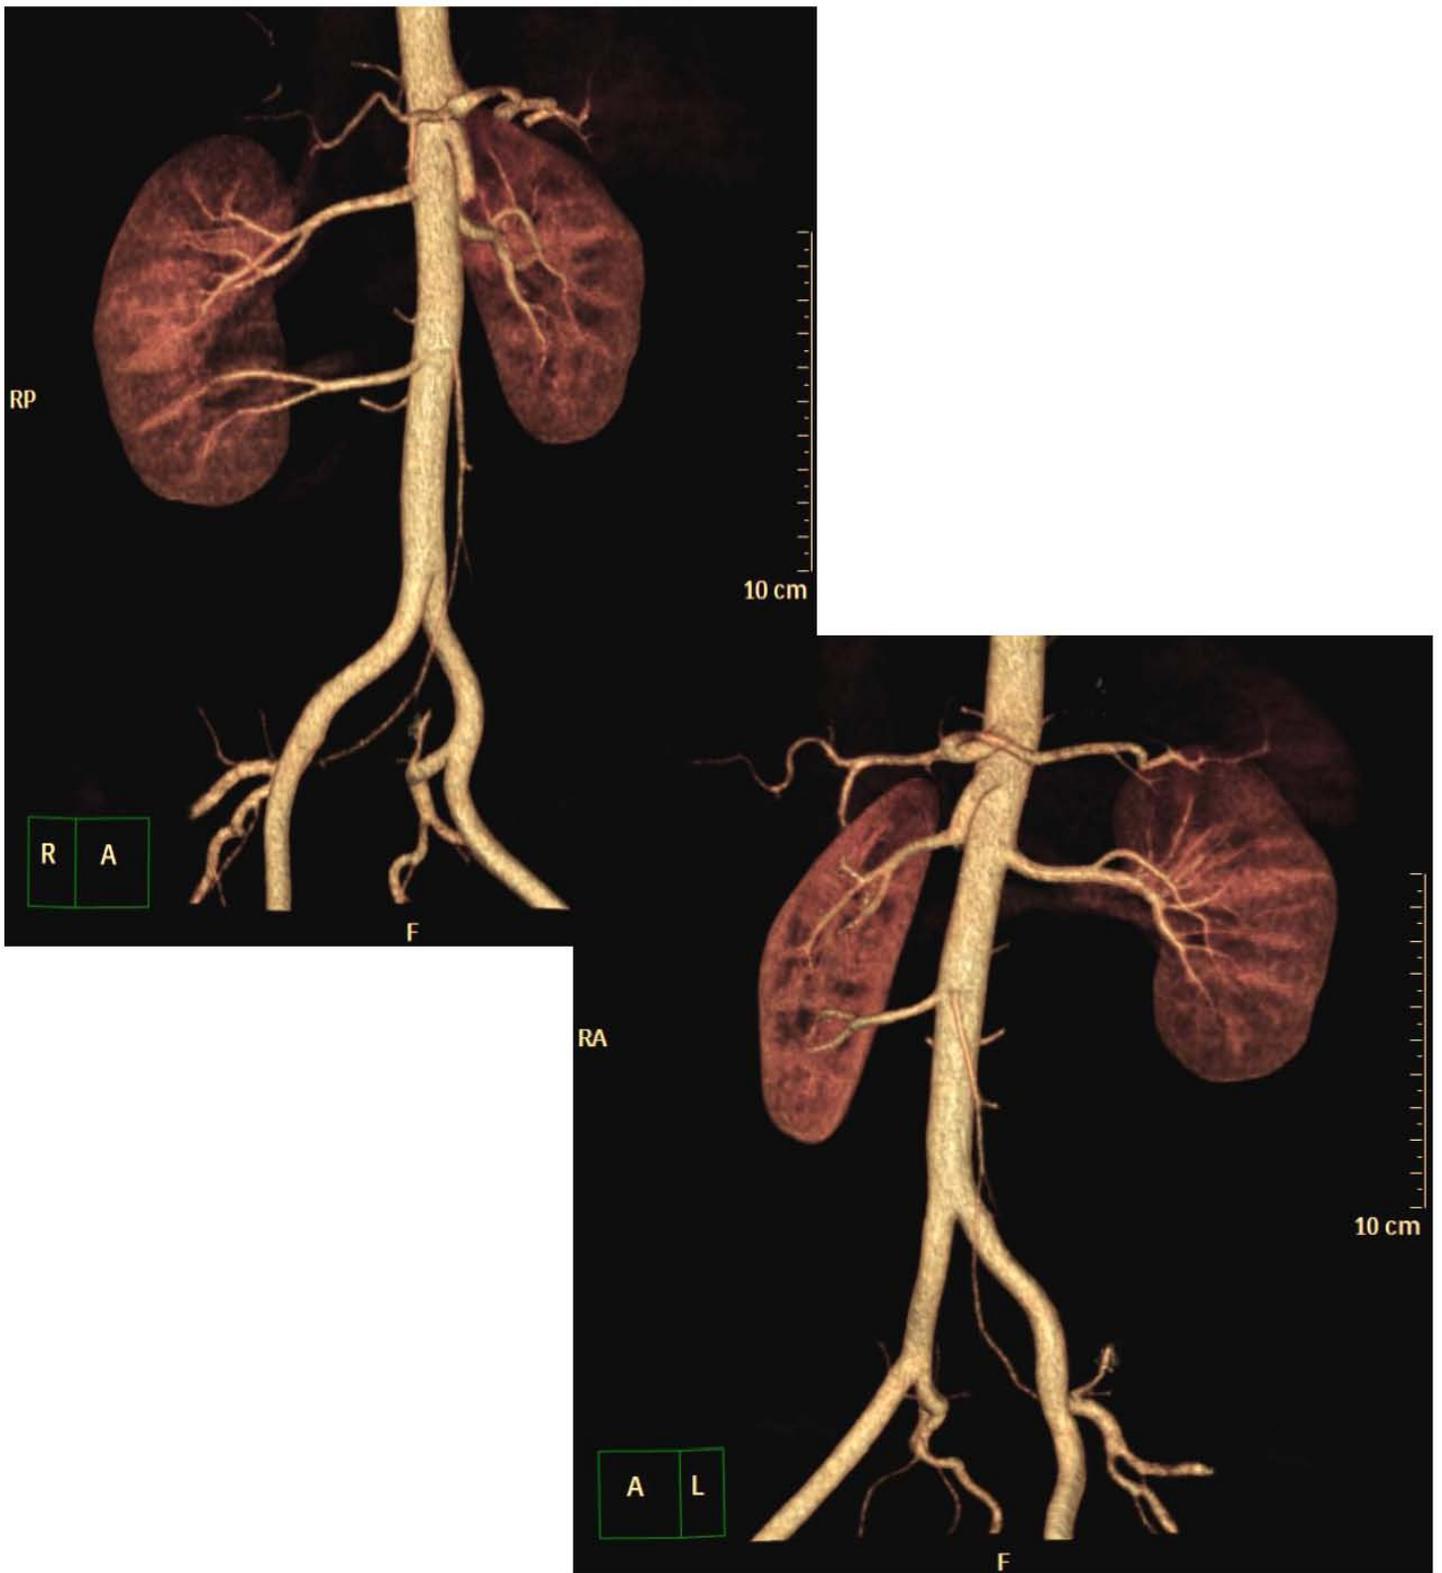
Angiotomografía en reconstrucción 3D volumétrica de máxima intensidad, que demuestra la irrigación del riñón derecho por una arteria renal con duplicación extrahiliar, además de una arteria polar accesoria inferior.
